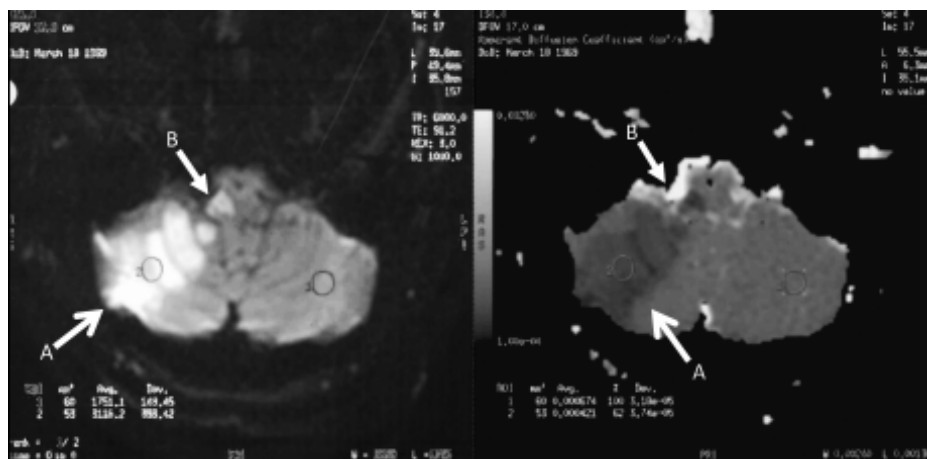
Resonancia magnética nuclear que muestra el infarto cerebeloso (A) y bulbar (B) lateral derecho en T1 y secuencia FLAIR (flechas).
